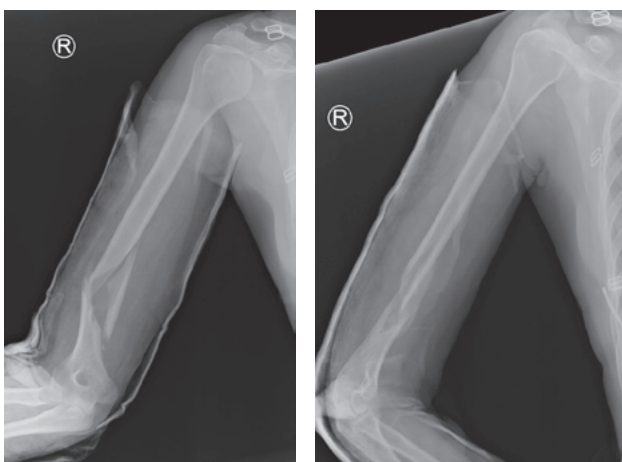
Рентгенограммы пациентки Б., прямая и боковая проекции
